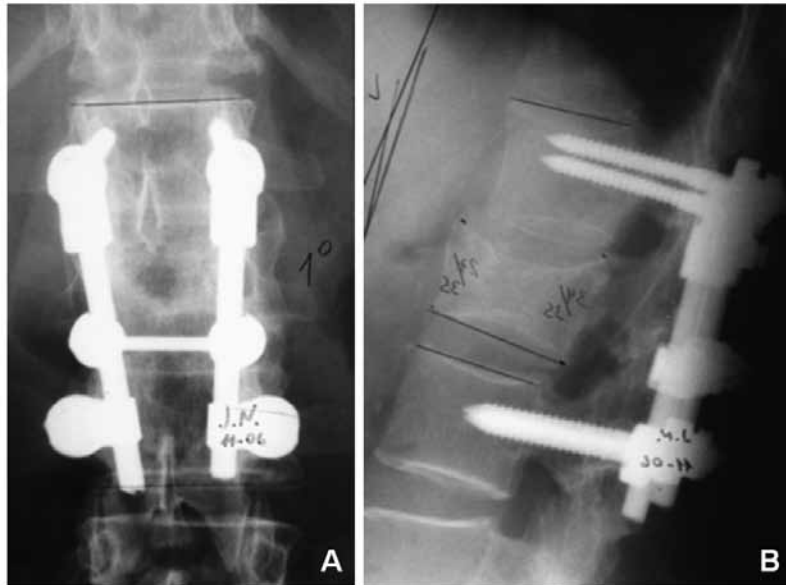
Caso 1. Radiografías de frente y de perfil a los 32 meses de seguimiento radiológico. Cifosis de 7° de Cobb. La paciente tuvo un seguimiento clínico de 63 meses, con un resultado funcional bueno. Sin dolor y menor actividad respecto a las actividades previas.
